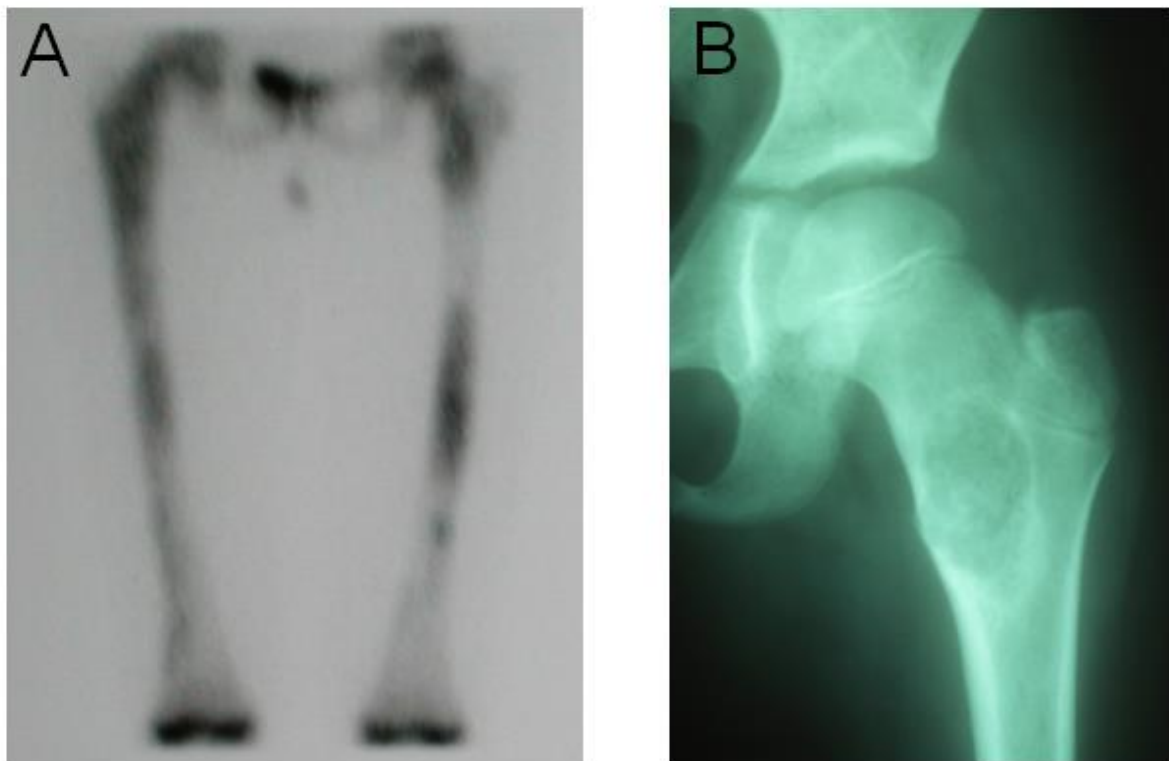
Aspect des lésions de dysplasie fibreuse des os (Cas 1) ; Scintigraphie osseuse au Technétium 99 montrant des hyperfixations fémorales bilatérales, diaphysaires et trochantériennes, ainsi que des os iliaques (A) ; Radiographie standard montrant une lésion de dysplasie fibreuse kystique de l'extrémité supérieure du fémur gauche (B).
